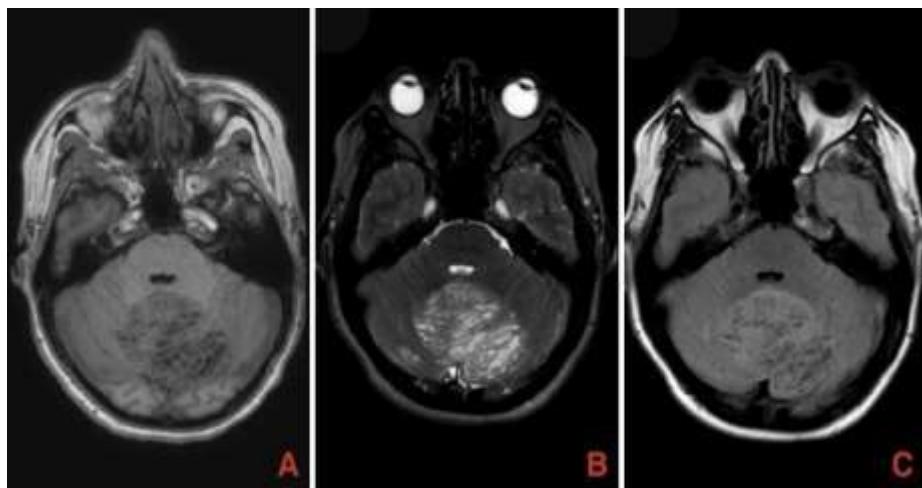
Resonancia magnética axial preoperatoria, muestra una lesión de aspecto laminado “rayas de Tigre” debido al engrosamiento cerebeloso. En ponderación T1 (A) se observa una lesión hipointensa. Las secuencias T2 (B) y FLAIR (C), se observa una lesión hiperintensa con aparente conservación de las estrías cerebelosas.
